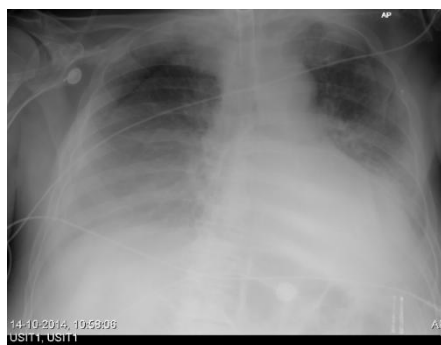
Telerradiografía de tórax de 14/10/2014
